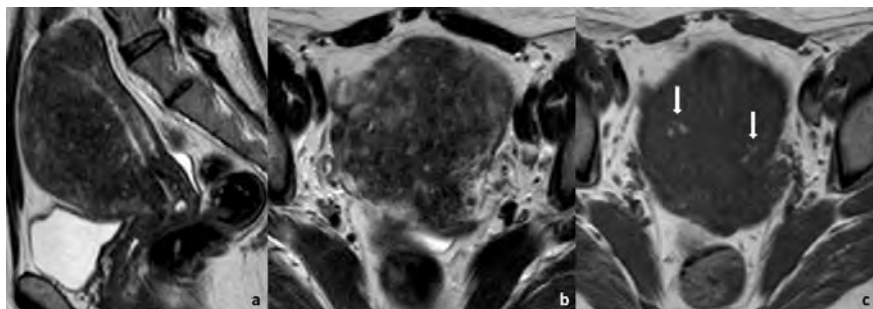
Mulher de 44 anos com adenomiose e algias pélvicas. A RM com sequências ponderadas em T2 no plano sagital (a) e axial (b) demonstra útero globoso, com espessamento assimétrico da parede anterior, com miométrio heterogêneo e difusamente hipointenso, no seio do qual se identificam alguns focos hiperintensos em T2. A sequência ponderada em T1 no plano axial (c) demonstra que alguns desses focos são igualmente hiperintensos em T1, correspondendo a focos hemorrágicos.
